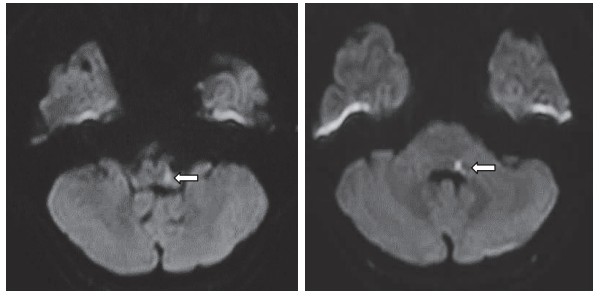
颅脑 DWI 示延髓-脑桥背侧偏左新发脑梗死
